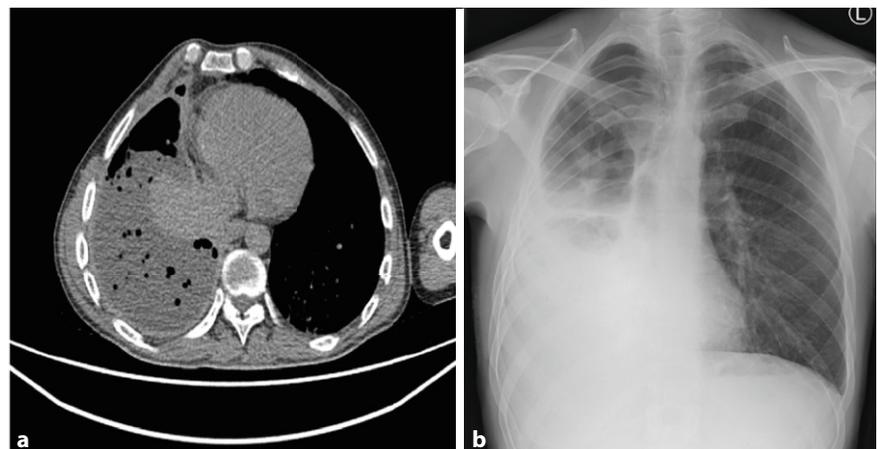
▲ Präoperative Computertomographie des Thorax (a) und Thoraxröntgenaufnahme (b)
